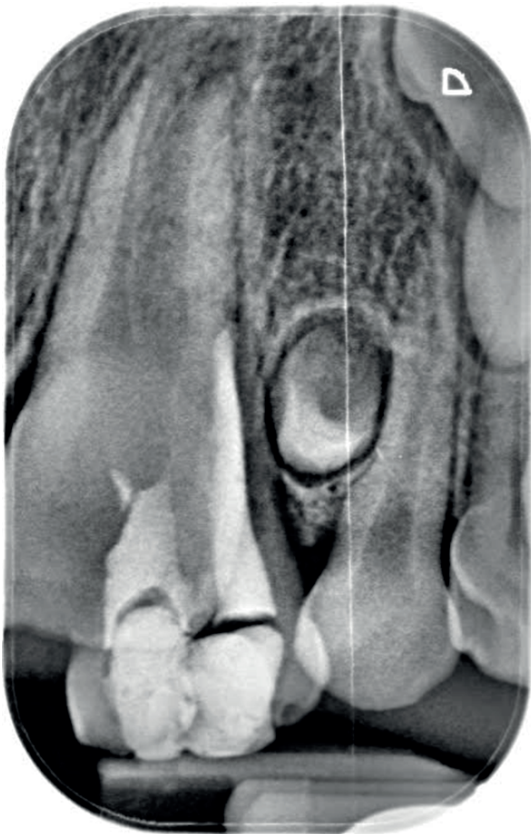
Radiografía periapical de 61-62.
